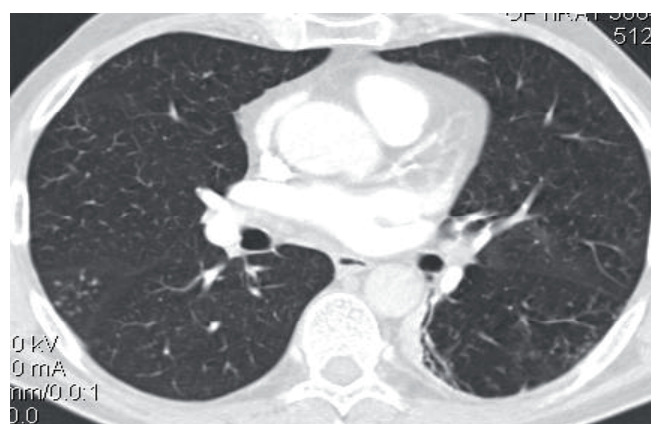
Больной М., 56 л. КТ-картина остаточной сухой полости щелевидной формы, небольшого размера в S6 слева после перенесенного туберкулеза легких. На аксиальном КТ-срезе в легочном электронном окне выявляется дренирующий бронх (медиальная субсегментарная ветвь В6) и последствия кровотечения в S10 нижней доли левого легкого (КТ-картина «матового стекла»)
